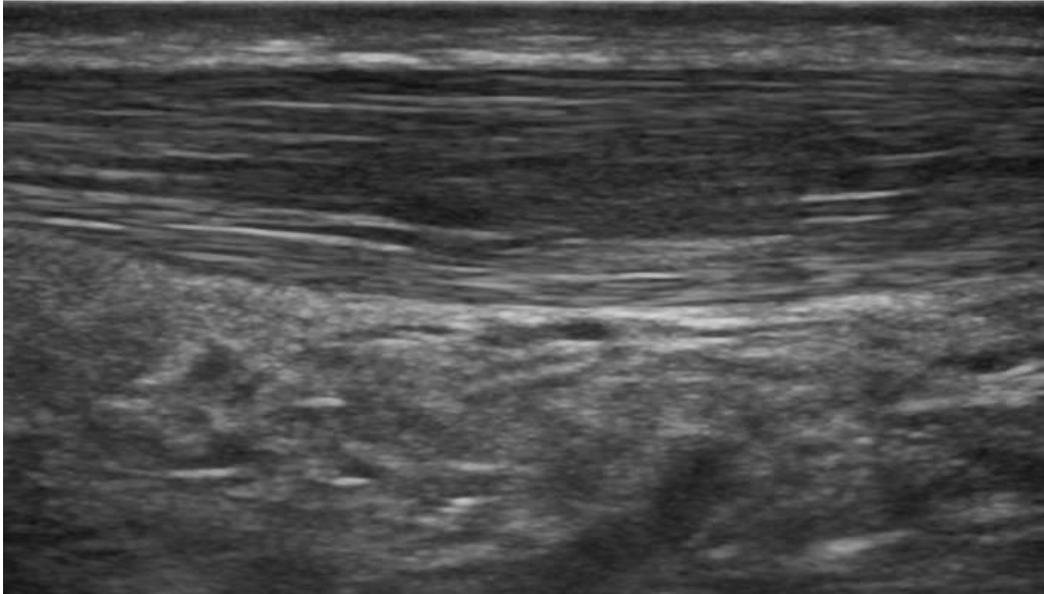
Ultraschall einer Achillestendinopathie mit einer verdickten echoarmen zentralen Region innerhalb der Sehne (www.ultrasoundcases.info)
